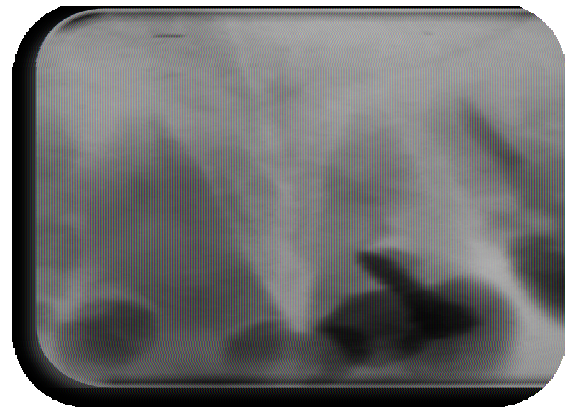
radiographie pré-opératoire de la 21
